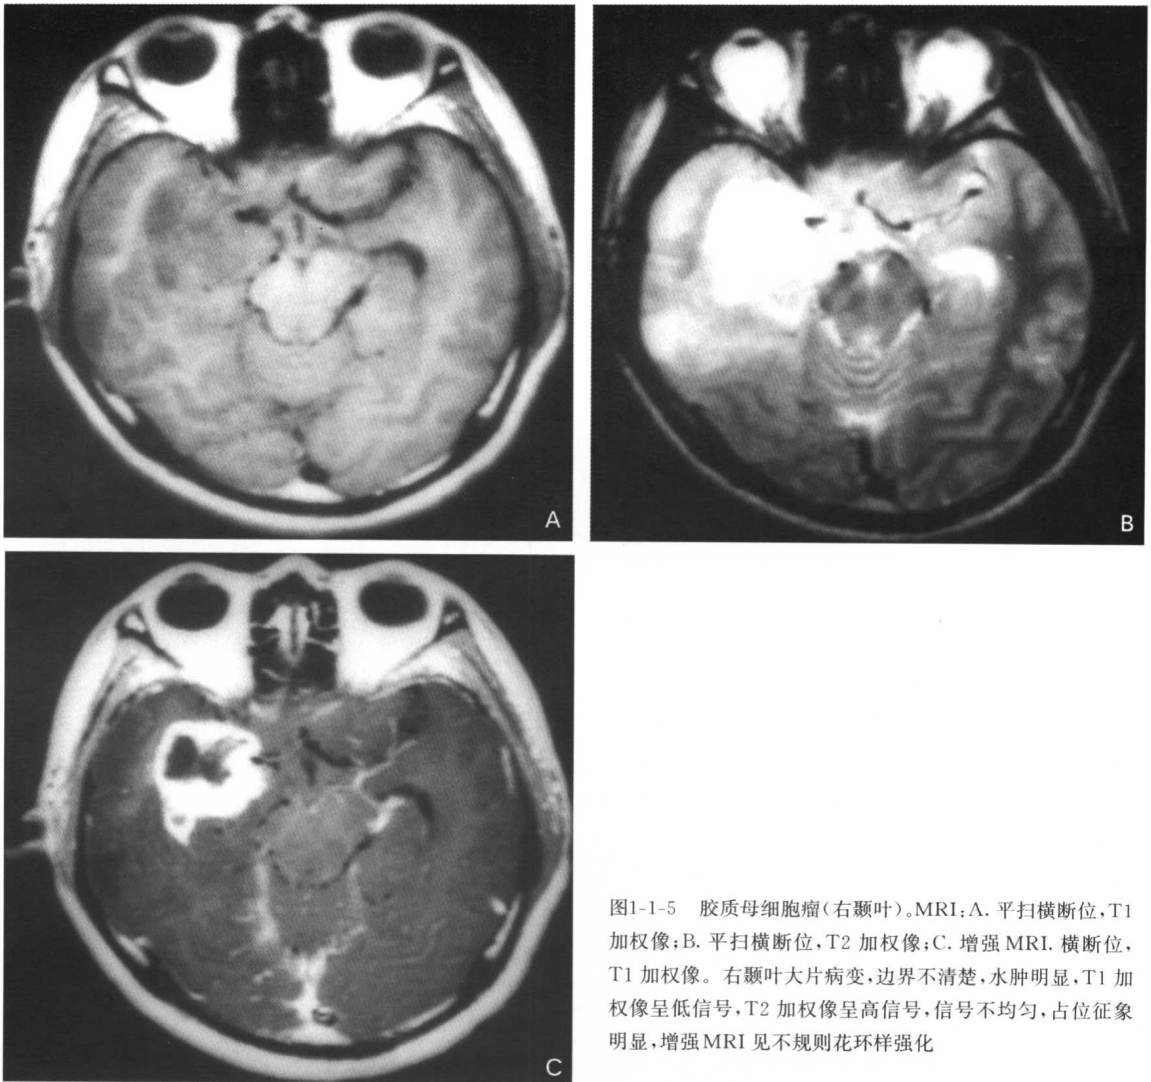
胶质母细胞瘤(右颞叶)。MRI:A. 平扫横断位, T1 加权像; B. 平扫横断位, T2 加权像; C. 增强MRI, 横断位, T1 加权像。右颞叶大片病变, 边界不清楚, 水肿明显, T1 加权像呈低信号, T2 加权像呈高信号, 信号不均匀, 占位征象明显, 增强MRI 见不规则花环样强化
